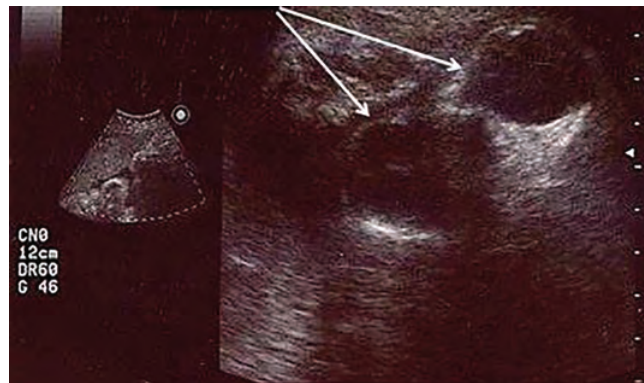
Echotomographic images of the fetus at 30 weeks of gestation, an increase in the size of the eyeball is noted (indicated by arrows)
